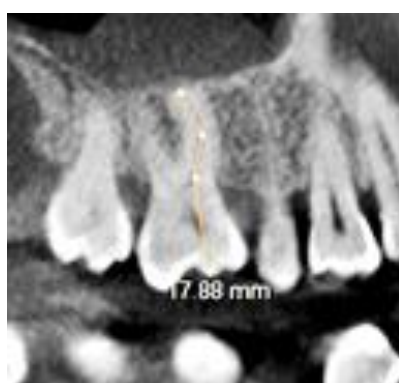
Пример рентгенометрии рабочей длины щечно-мезиального корневого канала зуба 1.6 при подготовке к эндодонтическому лечению
